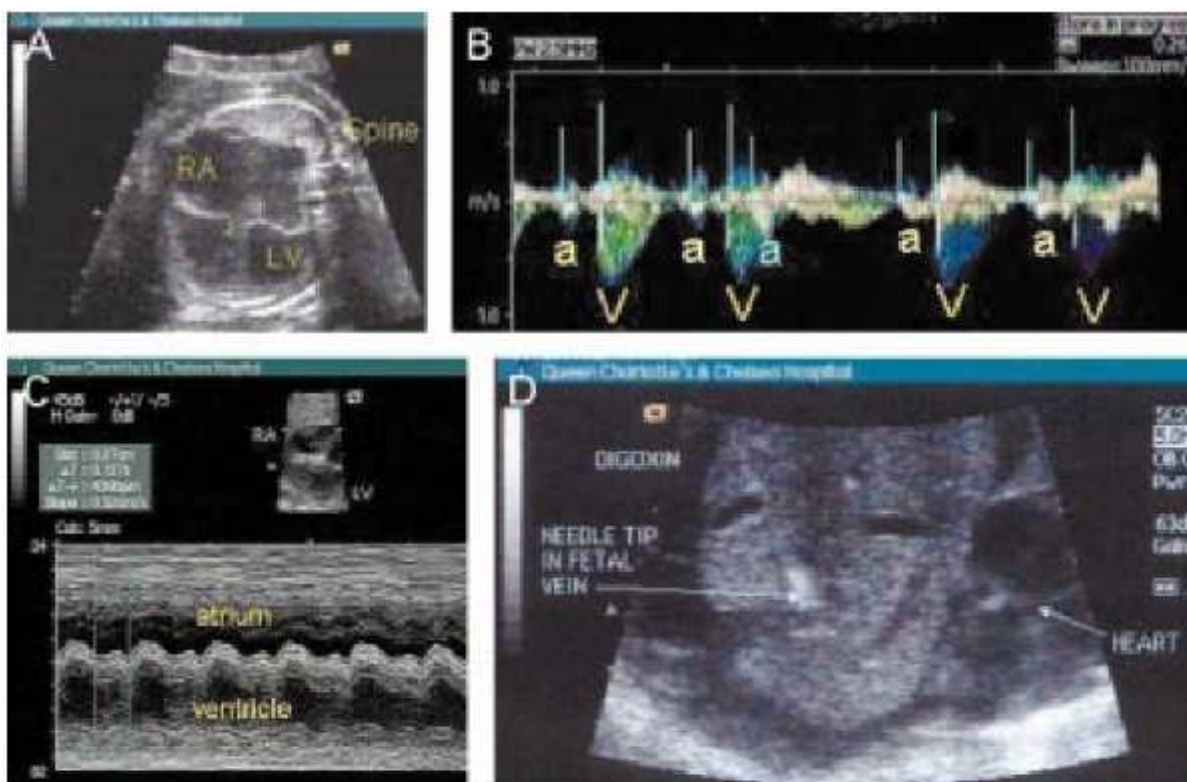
(A) Increased cardiothoracic ratio in a fetus with atrial flutter and hydrops. (B) Simultaneous Doppler tracings of the systolic components and atrial wave (a) of the superior caval vein and aorta (V) showing a non-conducted atrial ectopic beat. M mode through an atrium and ventricle or the aortic root (C) allow comparison of the timing of atrial and ventricular beats. (D) Direct injection of digoxin into the fetal hepatic vein is effective when hydrops praecoxis refractive chemoreversion via oral administration to the mother.
